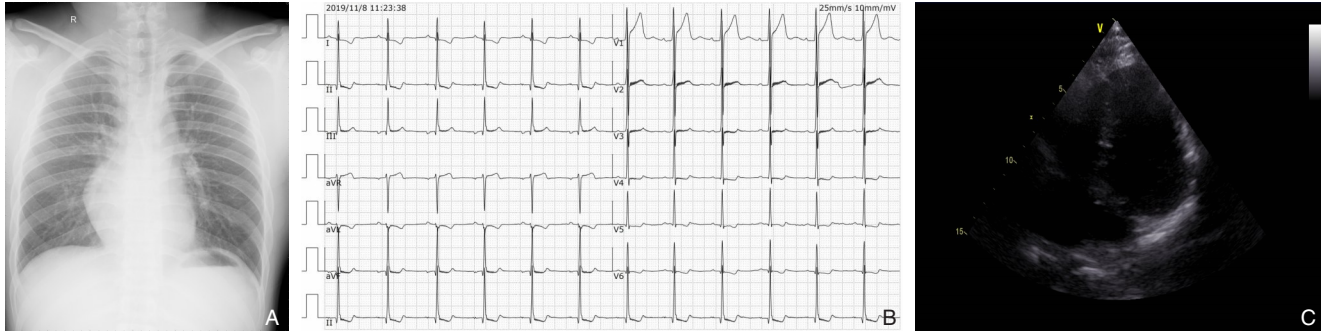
影像学检查 A: 胸片; B: 心电图; C: 超声心动图
